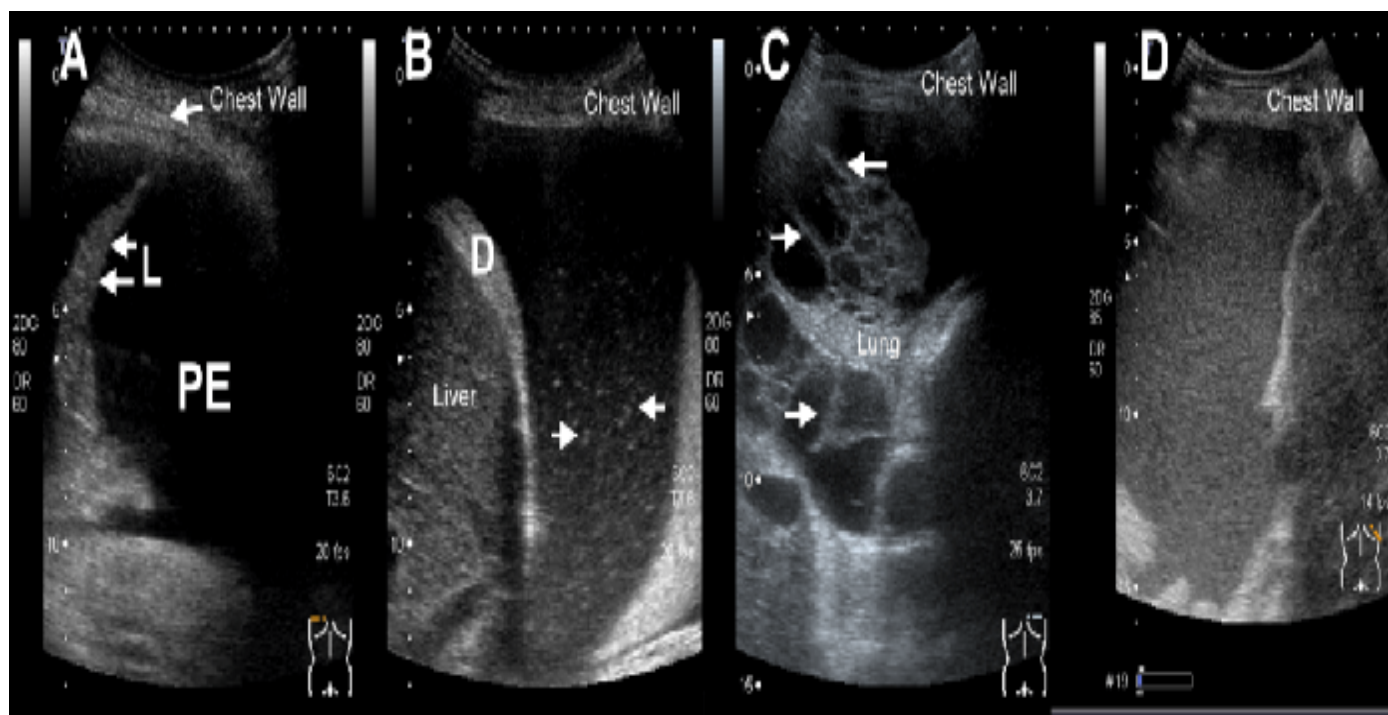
classification des aspects d'un épanchement pleural en échographie : A anéchogène, B complexe non cloisonné, C complexe cloisonné, D homogène échogène.(39)
